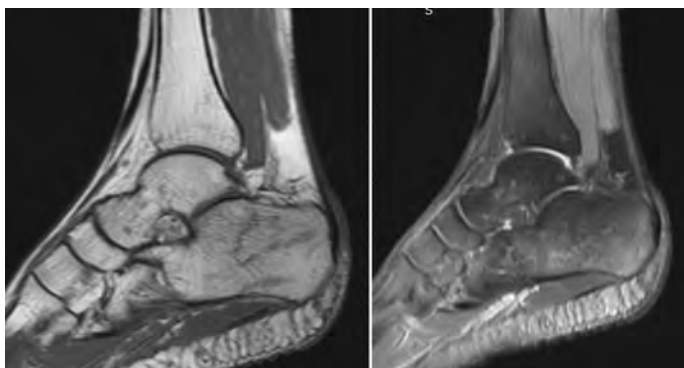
Больная Р. 31 г. Наиболее информативные МРТ сканы стопы через 6 мес. после лечения, (восстановление кости, разрешение остеонекроза)
